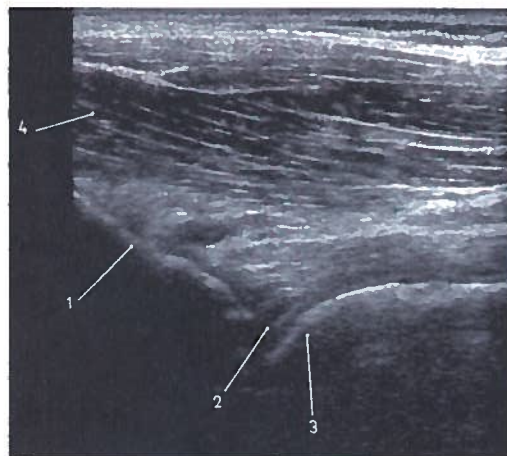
Estudo coronal da anca em ecografia
